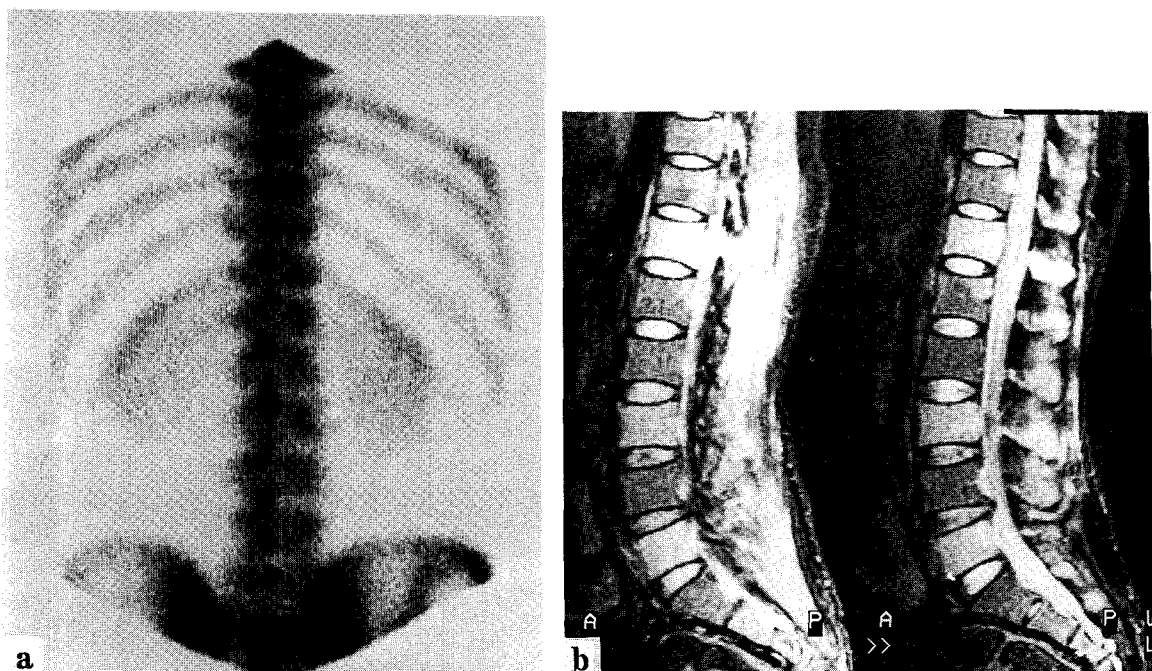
Discordant findings in bone scan and MR imaging(lung ca. 39/M, interval 6 days) Bone scan shows no hot or cold area in the DL spines(a). In STIR image of the same patient, the marrows of D12, L1, L3 and L5 are replaced by high signal intensity lesions(b).
